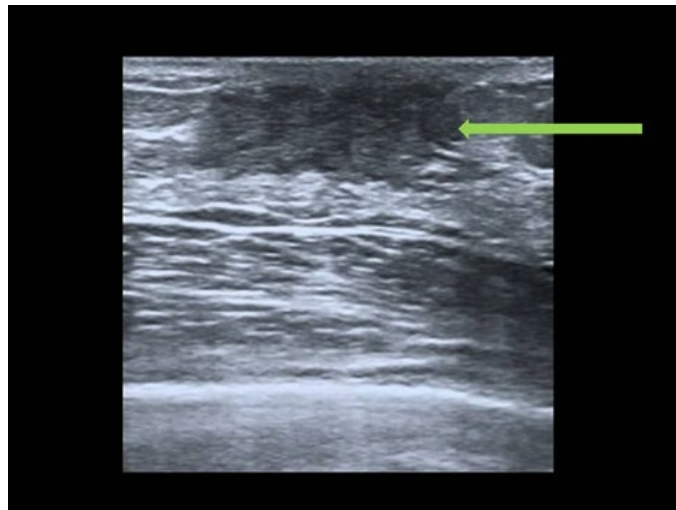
En la ecografía la ginecomastia puede aparecer de forma variable como una masa retroareolar, hipoeoica y generalmente circunscrita (flecha verde).
